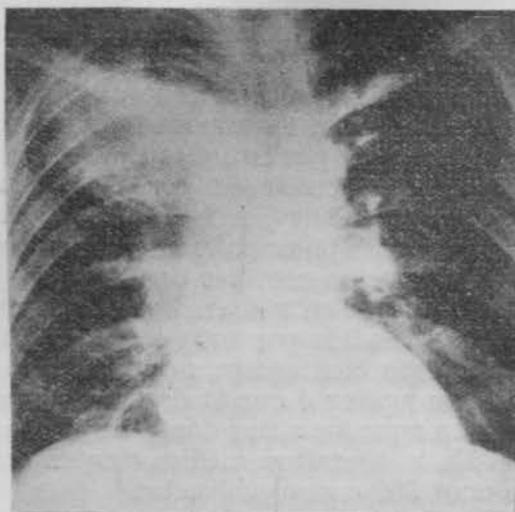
Radiografía de tórax (25-V-55).
